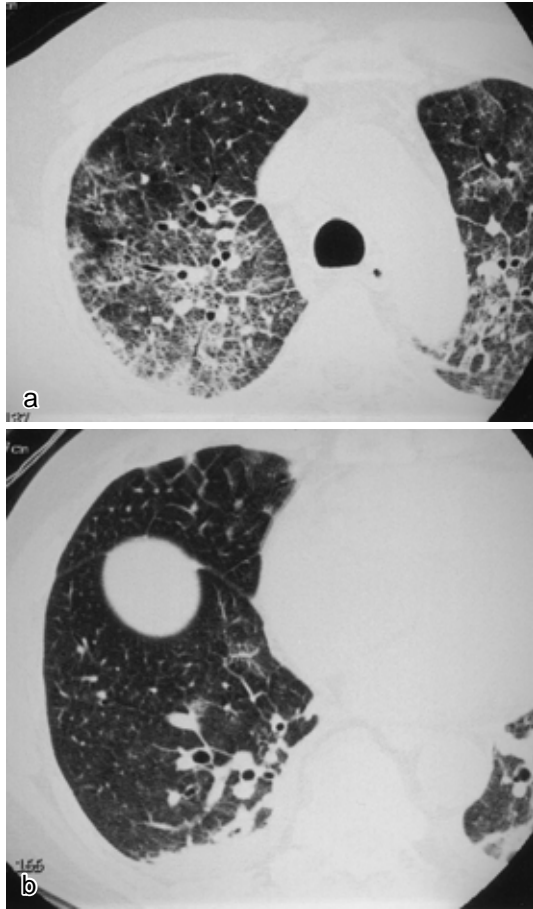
Chest CT on admission showing ground-glass attenuation and thickening of the interlobular septum in both upper lobes, and air-space consolidation in both lower lobes.
